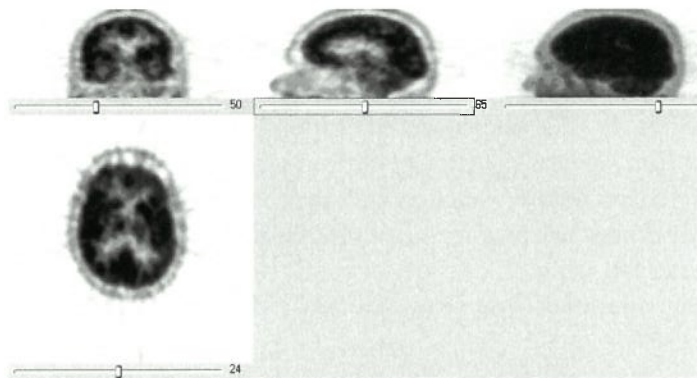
ПЭТ пациента К.
